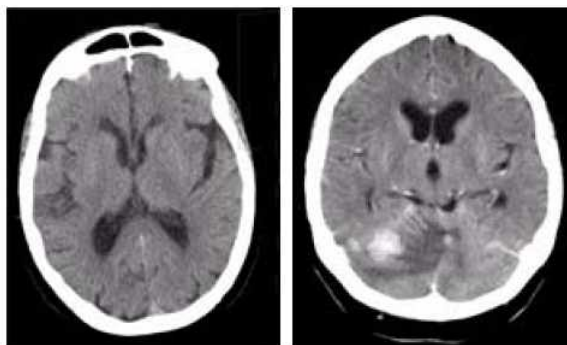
Exame padrão de tomografia craniana sem uso de contraste.
